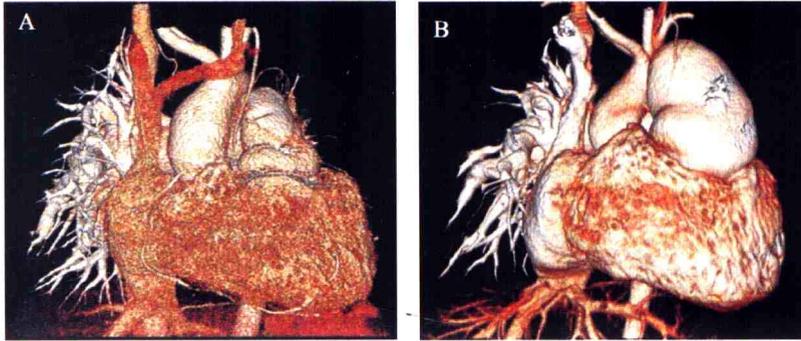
多层螺旋 CT 对先天性心脏病的立体成像
